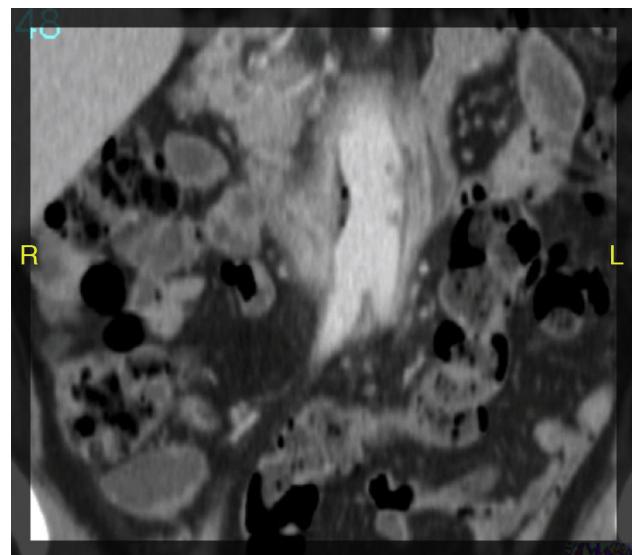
Tomografía axial computada, corte axial que mostró un halo hipodenso en el segmento proximal del *bypass*, con la presencia de aire en íntimo contacto con la tercera porción duodenal y visualizándose una dudosa línea de contigüidad con luz intestinal.
